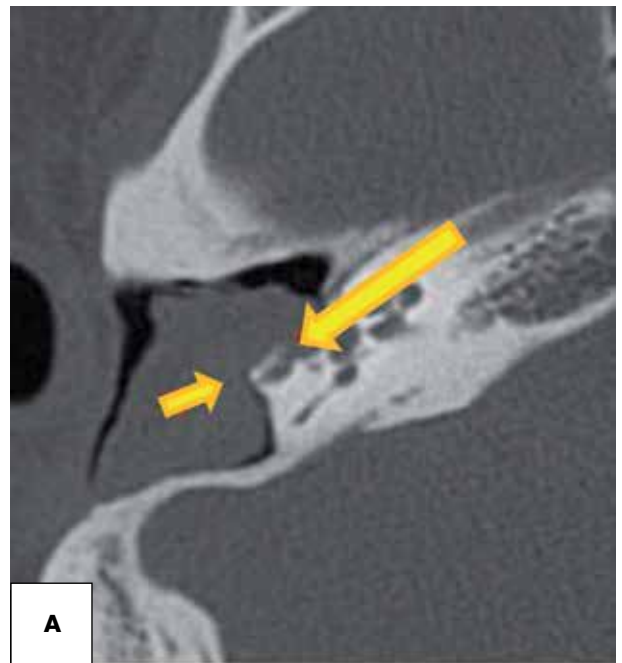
A) TC Peñasco (corte axial), B) RNM NO-EPI (corte axial): sitio de recidiva de colesteatoma en seno timpánico.
